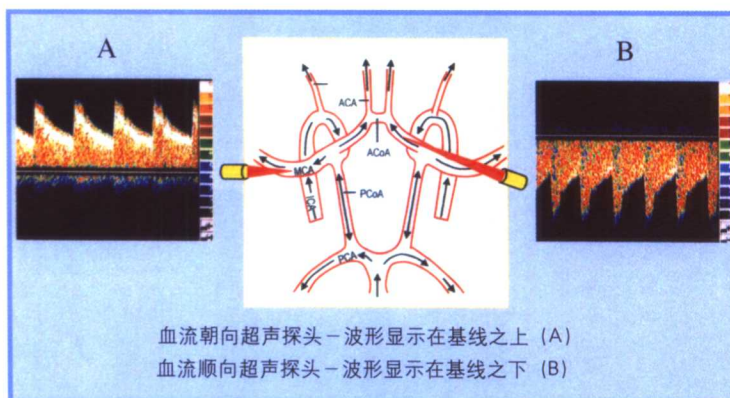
经颅脑血管超声血流方向、超声探头方向与波形之间的关系。
